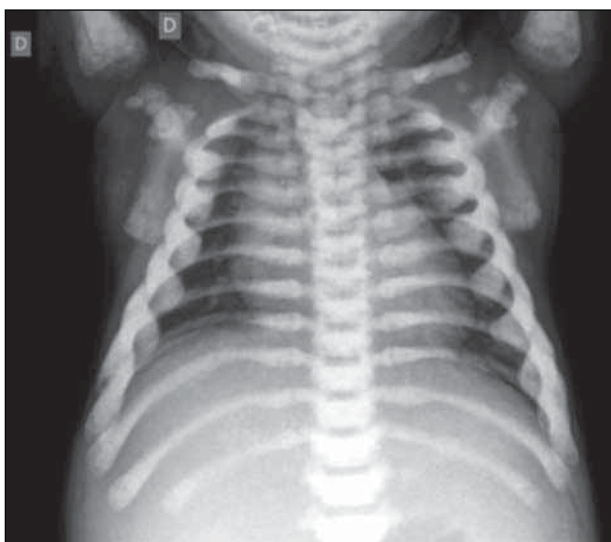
Radiografía Tórax (frente) Esclerosis generalizada y simétrica de toda la caja torácica con ensanchamiento de los arcos costales anteriores, irregularidad y aumento difuso de la densidad de los núcleos de osificación del complejo acromioclavicular y de la escama del omóplato.
